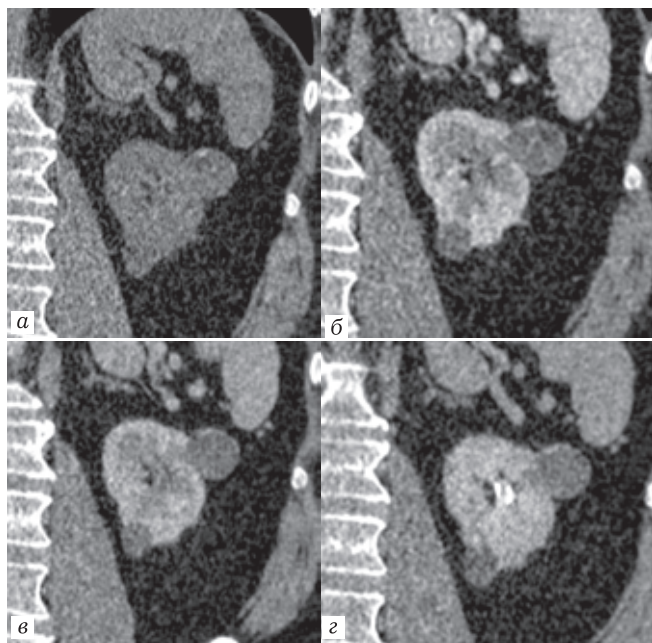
КТ (фрагмент корональной реформации — левая почка) преконтрастное изображение (а), а также в артериальную (б) и нефрографическую (в) фазы контрастирования. Киста Bosniak III. В кисте определяются тонкие перегородки с неизмеримым накоплением контрастного вещества (наиболее выражено в артериальную фазу), а также участок очагового обызвествления по стенке
